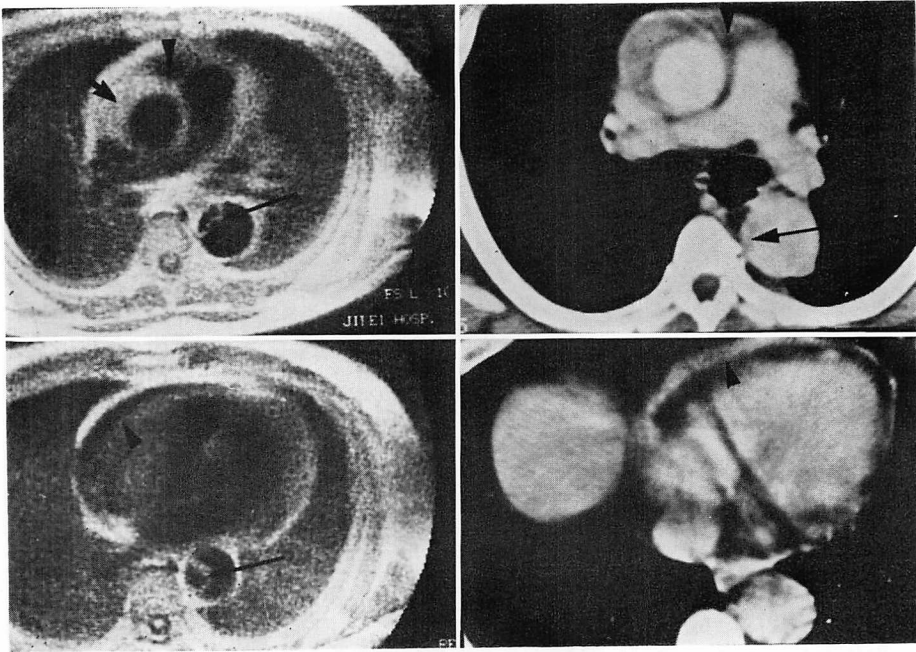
Transverse MRI (left) and the corresponding X-CT (right) in a case of Group I with type A aortic dissection.
